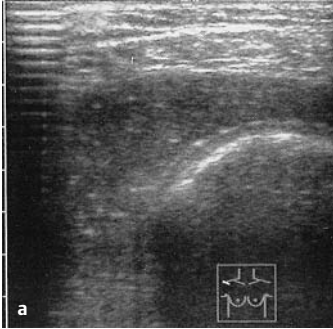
a u. b Chronische Bursitis bei erosiver Omarthritis und RM-Defekt; echogener Bursa-Inhalt. a Querschnitt, b Längsschnitt
